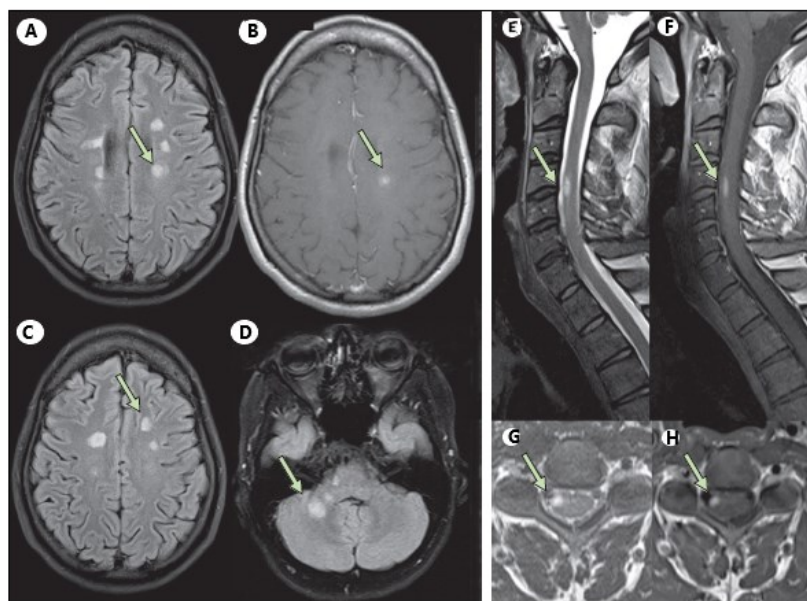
Lesioni attive tipiche della SM (indicate con una freccia) nel cervello e nel midollo spinale. A sinistra sono raffigurate delle scansioni MRI assiali del cervello che mostrano lesioni multiple nelle zone perivascolare (A e B), juxtacorticale (C) e intratentoriale (D); a destra sono riportate le scansioni MRI del midollo spinale sagittali (E e F) e assiali (G e H)[106].
